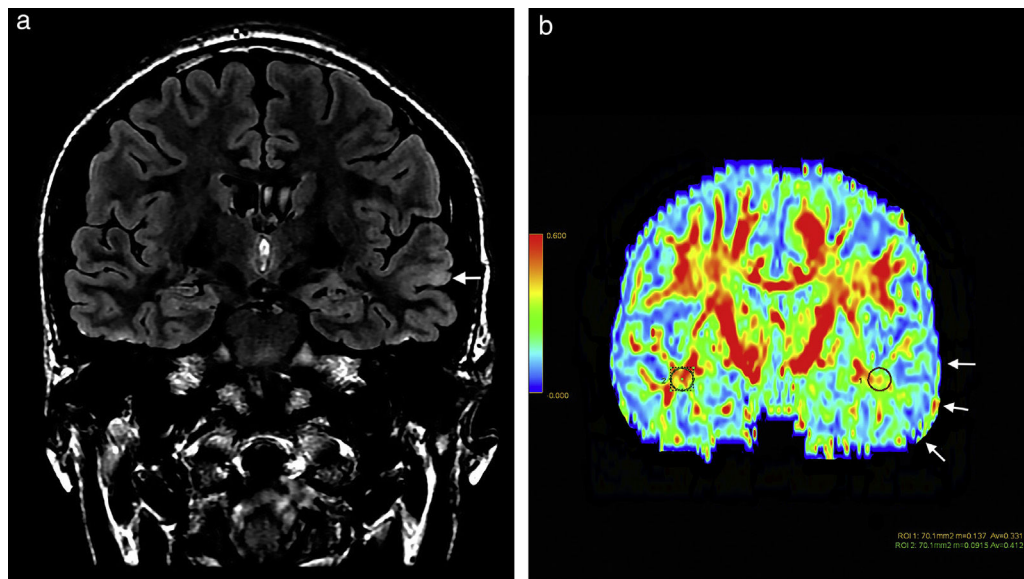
Paciente de sexo masculino de 27 años de edad evidencia (a) en secuencia en ponderación T2 FLAIR, en corte coronal, una leve hiperintensidad cortical a nivel del giro temporal superior del hemisferio cerebral izquierdo (flecha) y (b) en el mapa de colores de fracción de anisotropía una disminución de la misma a nivel de sustancia blanca temporal izquierda (flecha) con respecto a la región homóloga contralateral.
